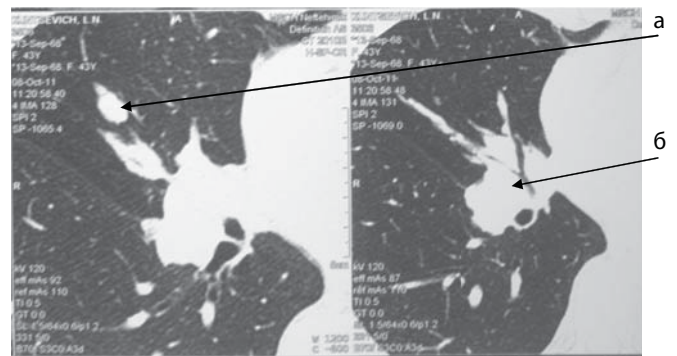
Комп'ютерна томографія органів грудної порожнини, аксіальні зрізи. а — зміни в середній частці правої легені; б — розширений корінь правої легені.
